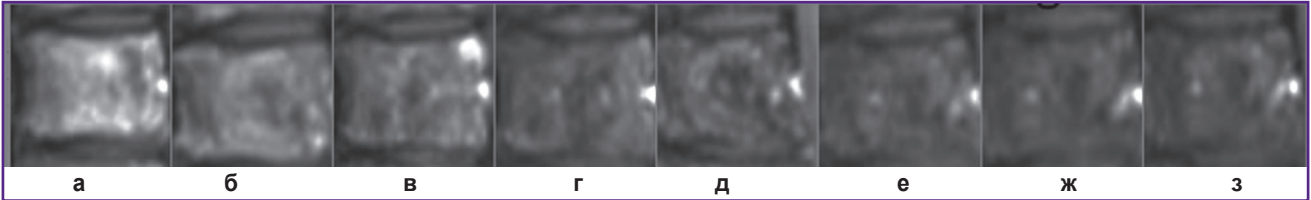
Развитие кальдеры от ангиогенеза опухоли до склерозирования; МРТ T1-ВИ sag с контрастным усилением
